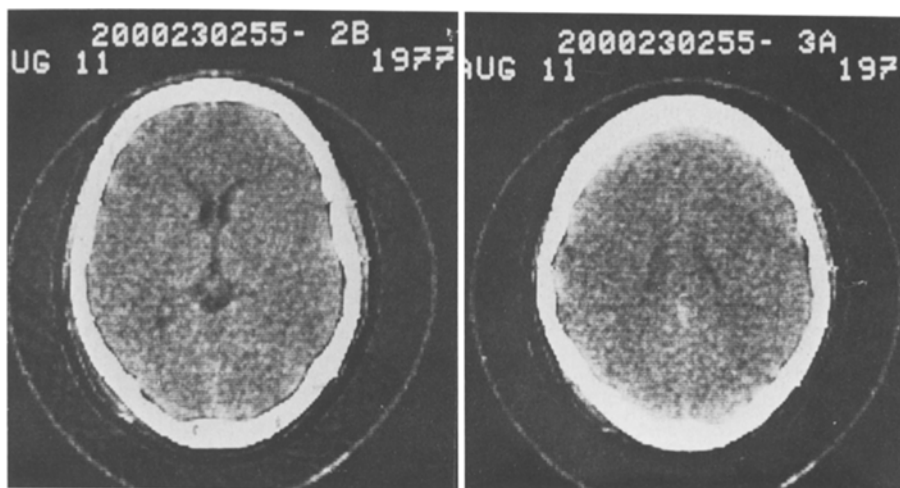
(Fall 1): Kontrolle des CT-Befundes 5 Wochen nach dem Trauma (s. Abb. 2): Renormalisierung
